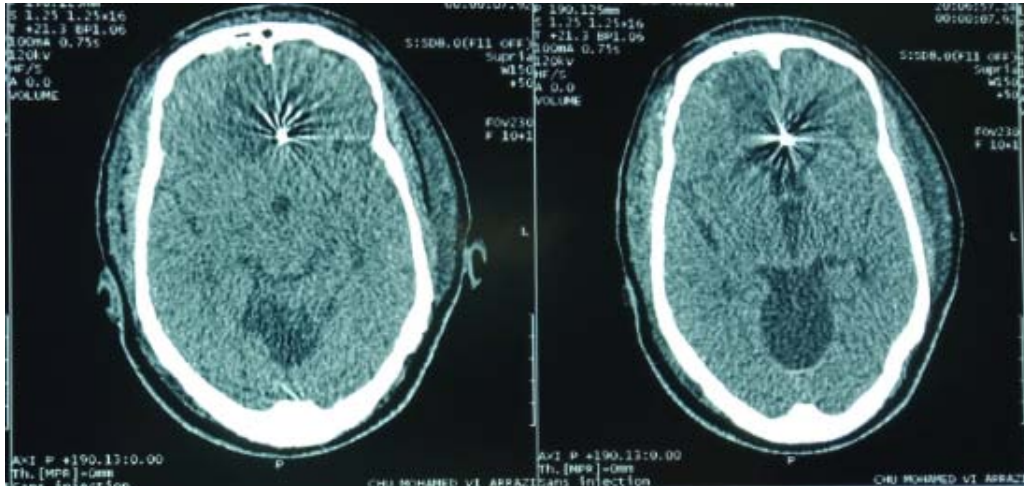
TDM montrant la position du clip après l'intervention
